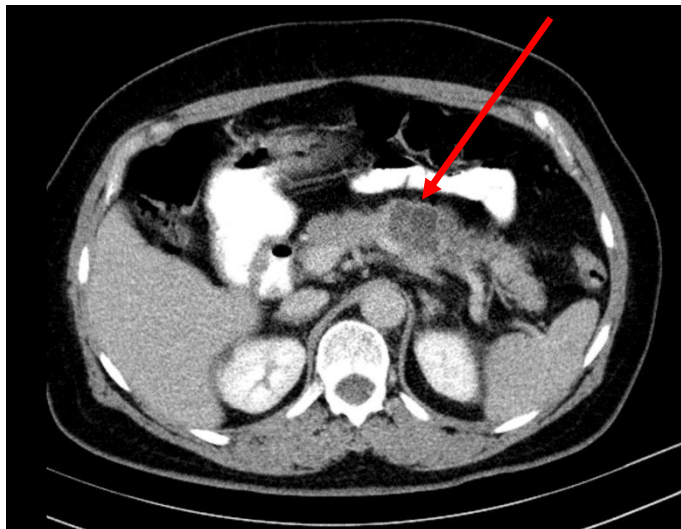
Prikaz MCA kompjutoriziranom tomografijom (preuzeto iz elektronske baze KBCSM)
